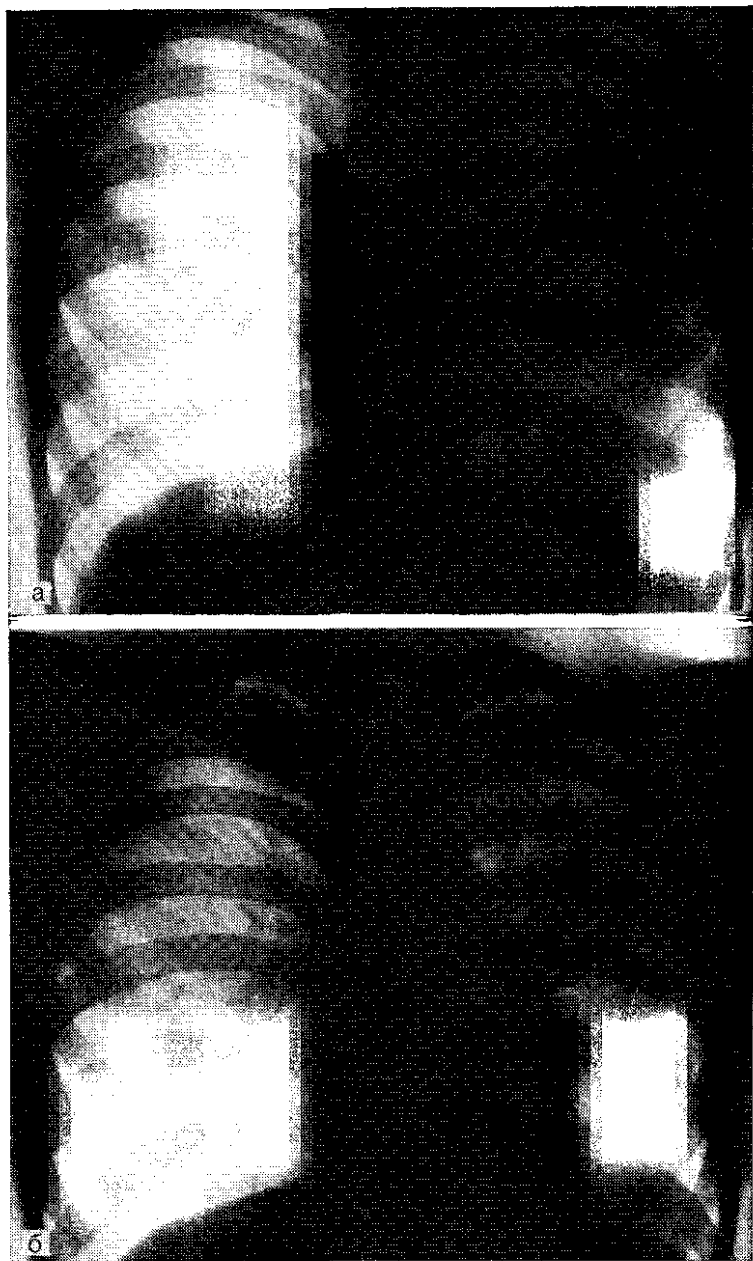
Рентгенограмма грудной клетки мальчика 12 лет.
